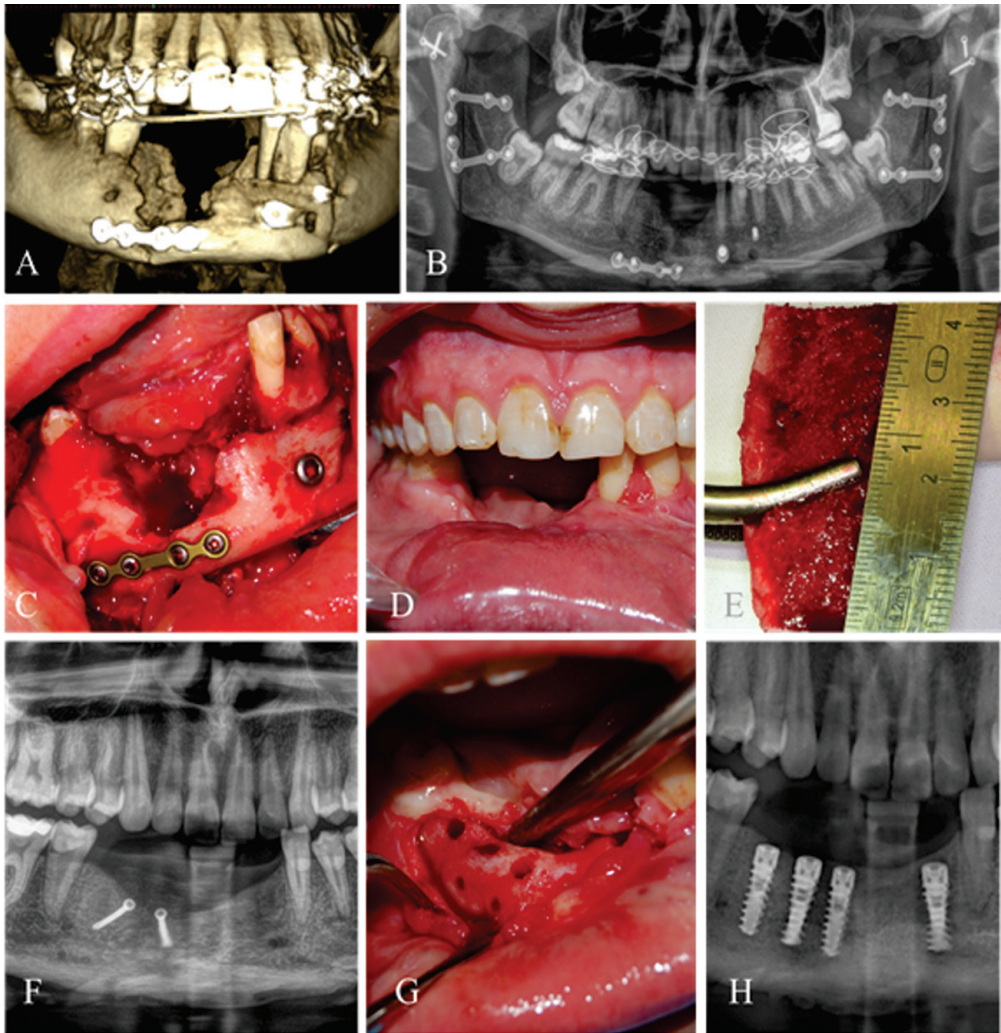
Reconstrucția defectului posttraumatic cu grefă osoasă autogenă, avasculară, corticospongioasă, unicorticală din creasta iliacă: A) Secvență din reconstrucție volumetrică tridimensională CBCT – se vizualizează defectul osos posttraumatic, rezultatul osteosintezei cu miniplacă și șuruburi decalate; B) OPG postoperator la 6 luni – restabilirea continuității mandibulei fracturate, cu defect osos restant în regiunea frontală; C) Aspectul endooral al defectului osos; D) Imagine endoorală a defectului de creastă alveolară; E) Prelevare de grefă osoasă autogenă, avasculară, corticospongioasă, unicorticală din creasta iliacă; F) Secvență OPG postoperator; G) Aspectul regeneratului osos la 5 luni postoperator; H) Secvență OPG la 6 luni postimplantar.
